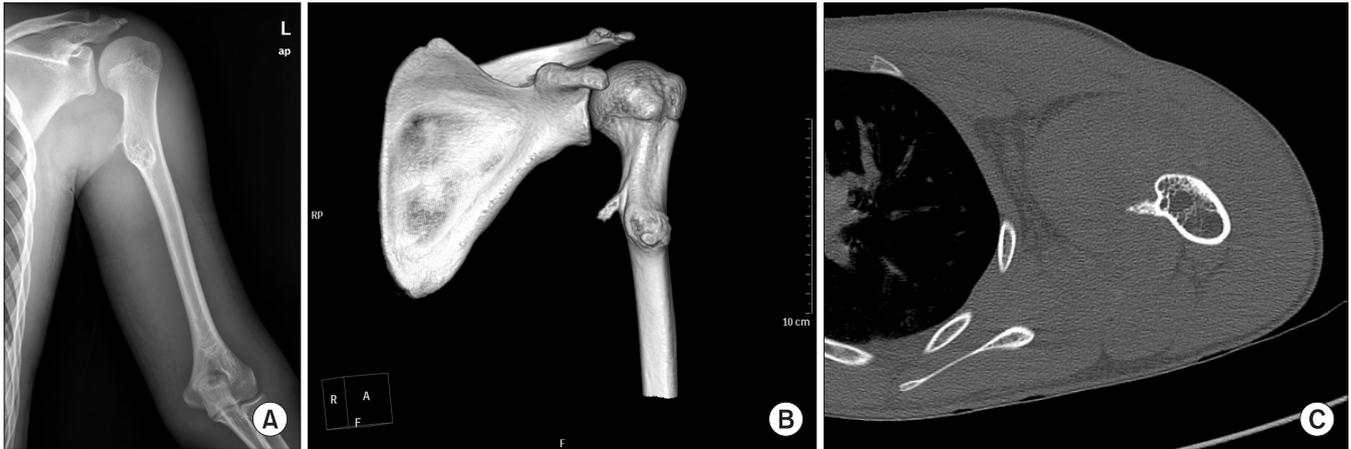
(A) Plain radiograph shows a left proximal humeral osteochondroma. (B) Three-dimensional reconstructed computed tomography (CT) image shows a medially protruded humeral osteochondroma. (C) Axial CT image demonstrates that this osteochondroma has a sharp beak toward the brachial neurovascular bundle.
